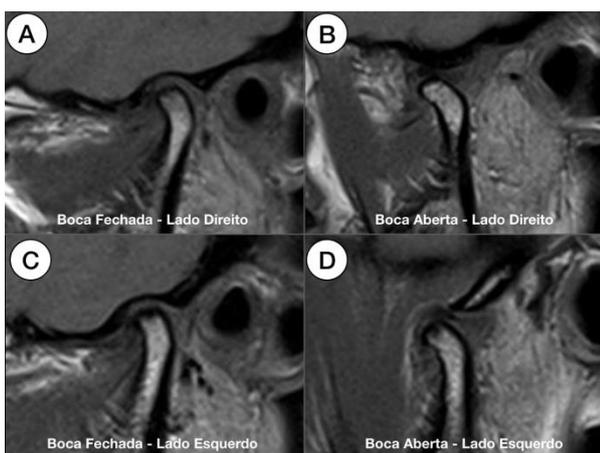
RM pré-operatória das ATMs direita e esquerda, boca aberta e fechada. Fonte: os autores.
